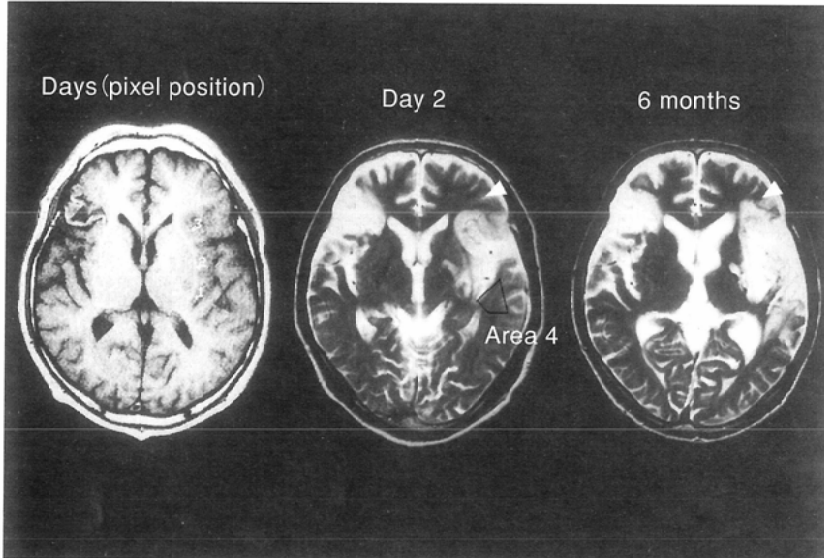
T1 and T2-weighted images of case 2 (Age 68, male). He received interventional reperfusion therapy 4 hours after the onset of brain infarction. Arrowhead represents the periventricular region where infarction was confirmed at 6 months. Mean LNR in area 4 is 1.04 (n = 5).
